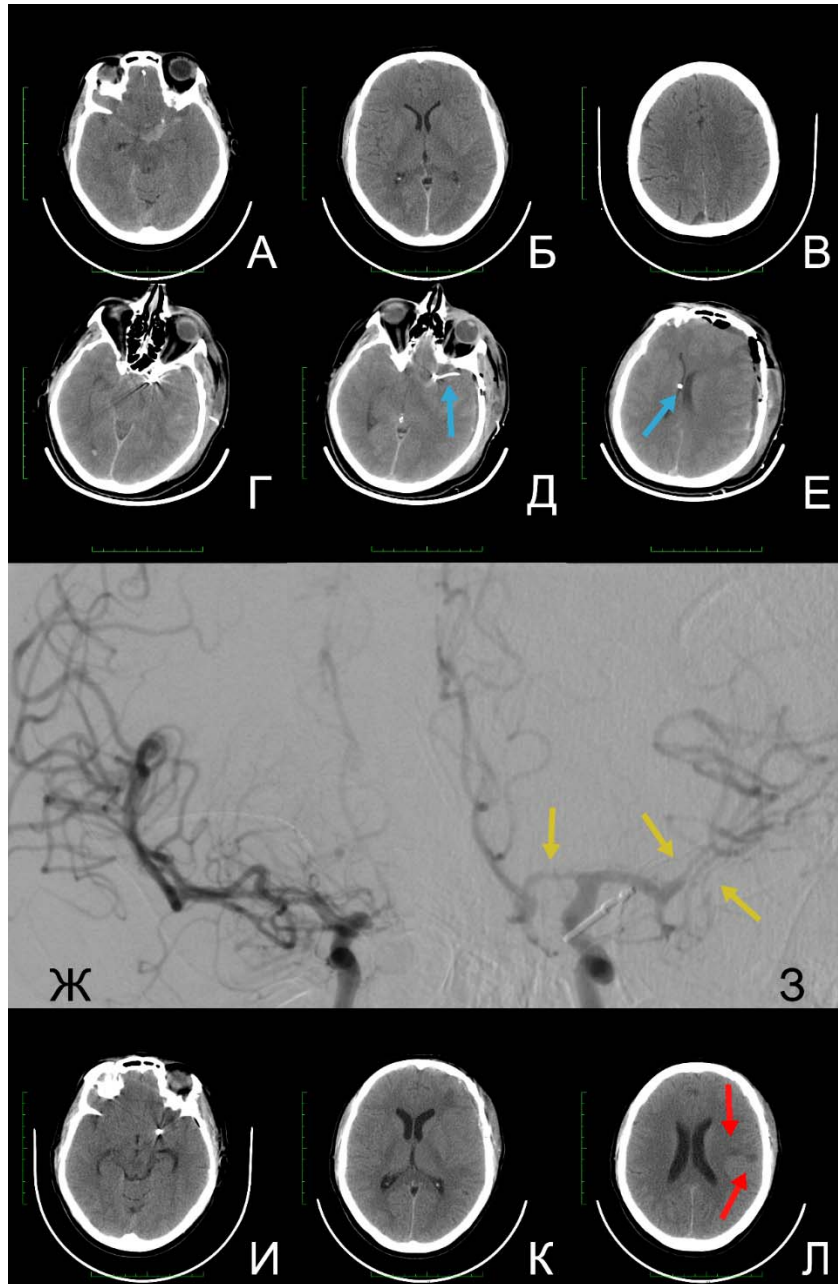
А–В – результаты КТ-исследований пациентки В. при поступлении. Изображения Г–Е: Результаты послеоперационного КТ-исследования пациентки, выполненного на 2 послеоперационные сутки. Отмечаются признаки отека головного мозга, на изображении Д стрелкой отмечен фрагмент цистернального дренажа, установленного в области левой хиазмальной цистерны, на изображении Е стрелкой отмечен фрагмент НВД, установленного в левом боковом желудочке; Ж, З – данные ЦАГ пациентки на 2 сутки после оперативного вмешательства (9 сутки САК), отражающие максимальную выраженность ЦВС. Отмечается преобладание левостороннего ЦВС (изображение З), стрелками отмечены участки наиболее спазмированных артерий; И–Л – Результаты КТ-исследования, выполненного на 14 сутки после клипирования аневризмы (20 сутки после САК). Стрелками указаны очаги отсроченной ишемии.
